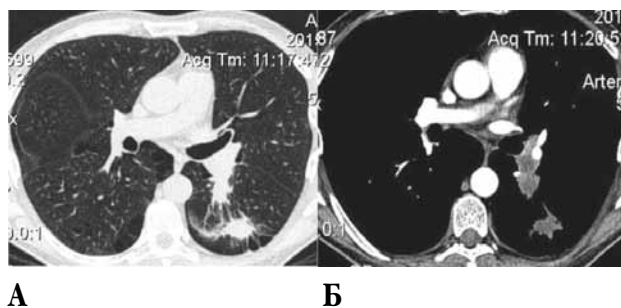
Компьютерные томограммы грудной клетки:
